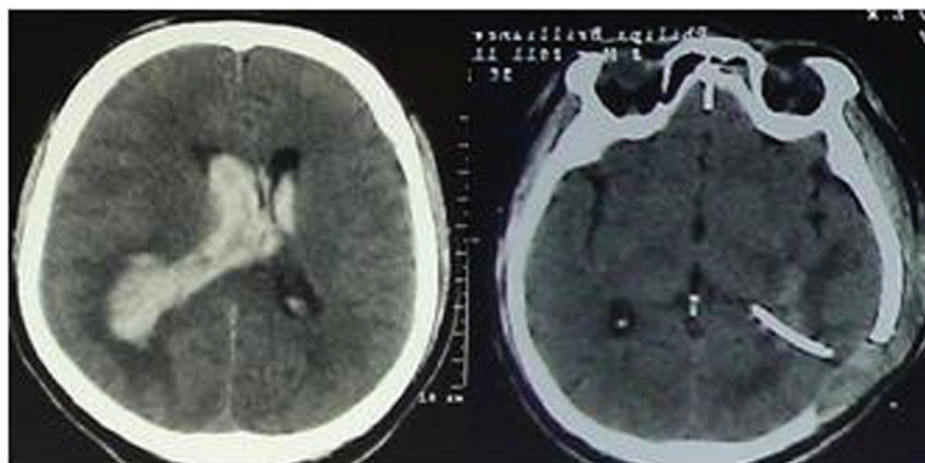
Пациент К., 59 лет. Первичное внутримозговое кровоизлияние в теменную долю с прорывом в желудочки. Граеб 10 баллов. Окклюзионная гидроцефалия. На КТ-контроле через 72 часа – полная санация боковых желудочков.
